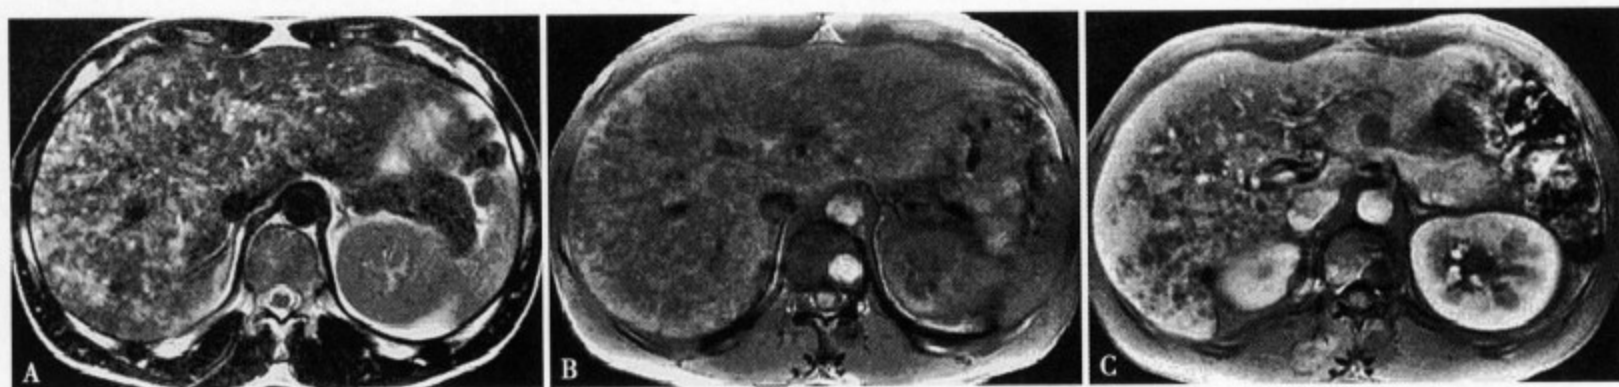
T_2 WI (A) 肝内显示弥漫性斑点状高信号病灶，形态及分布不规则； T_1 WI (B) 肝实质内显示低~高混杂的异常信号，其中的高信号多为出血灶；增强 MRI (C) 可见肝内走行不规则的血管强化，同时可见不增强的弥漫性小点状低信号灶
